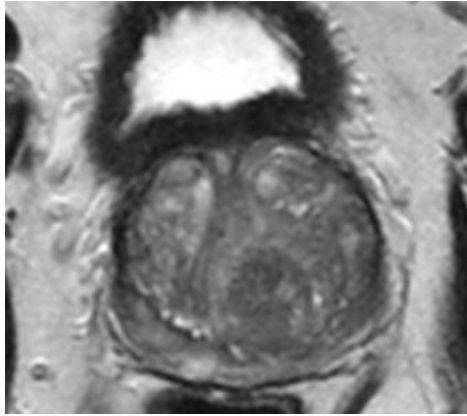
Zone de transition normale en IRM prostatique : coupe axiale T2 (Source : PACS du CHRU de Lille).
